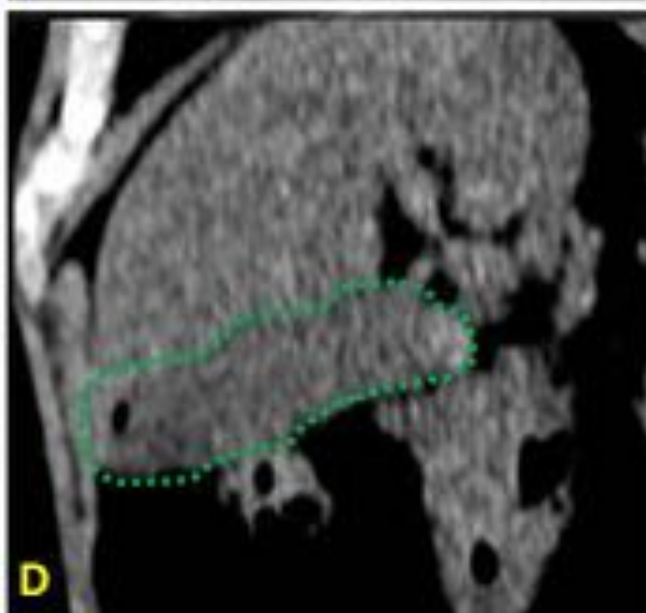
Ecografía inicial (A,B) que muestra colelitiasis, gas intraluminal (flecha blanca) y probables colecciones/perforación (punta de flecha). TC complementario sin CIV axial (C) y coronal (D) confirma gas antideclive (flecha amarilla) y litiasis, sin otros hallazgos valorables (vesícula delineada en verde). (E,F) RM realizada a las 24 h no revela datos de CA ni complicaciones. El gas en ausencia de otros hallazgos podría ser consecuencia de cólico biliar/incompetencia del esfínter de Oddi.
